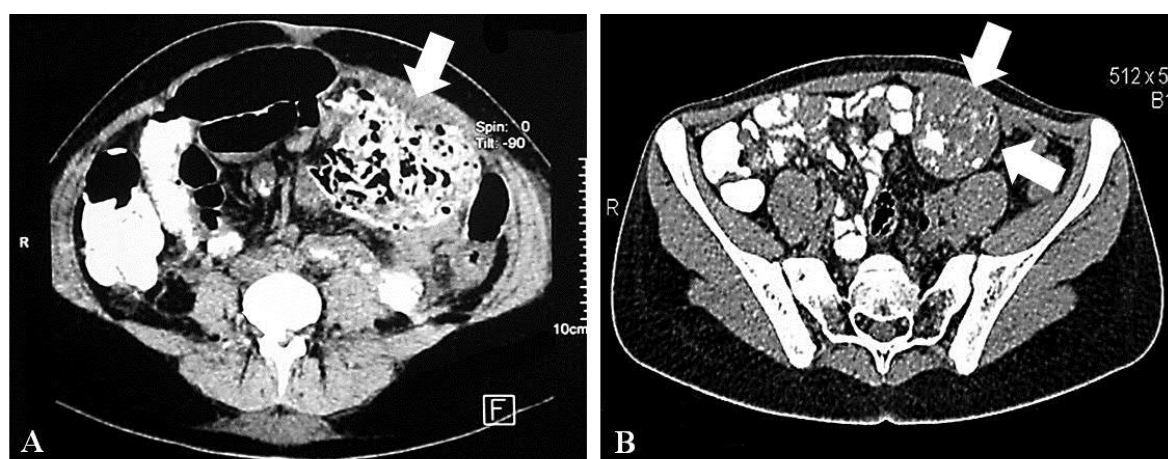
Tipuri acut și cronic ai teratomului abdominal la CT
